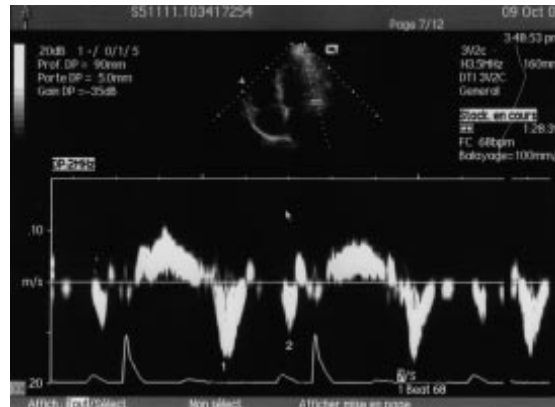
Doppler tissulaire de l'anneau mitral avec une onde systolique positive et deux ondes diastoliques Ea et Aa.
